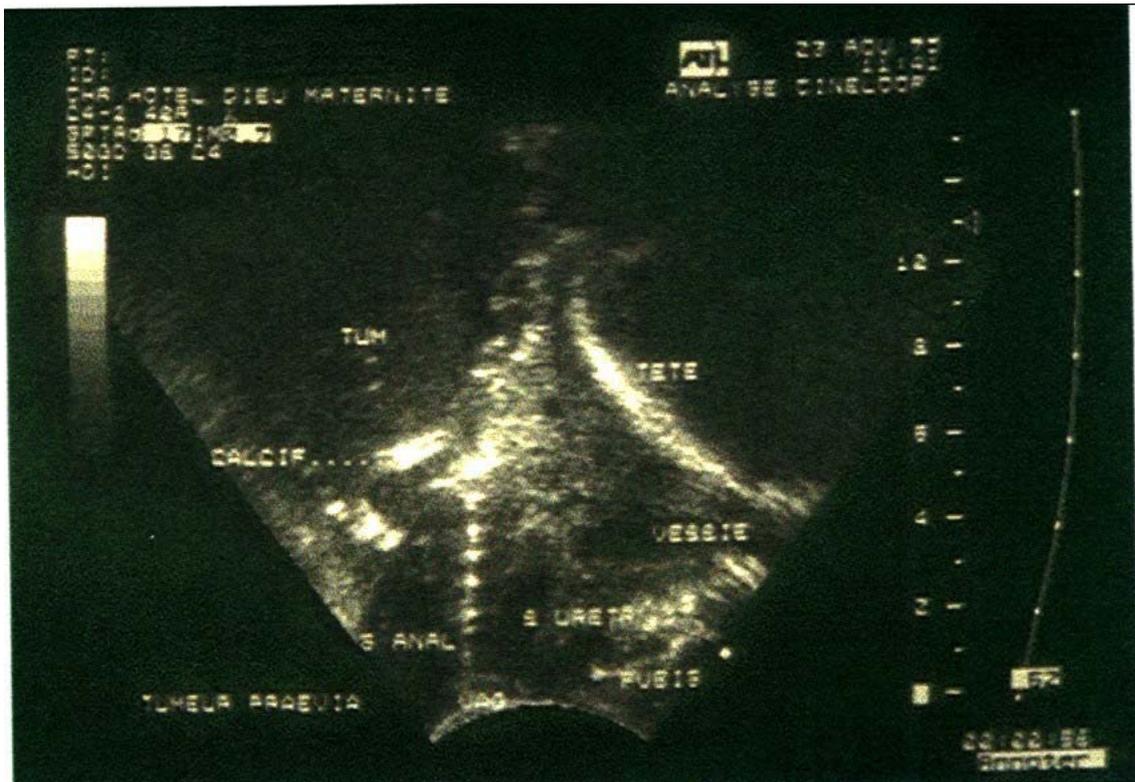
Image échographique d'un kyste de l'ovaire préavia
